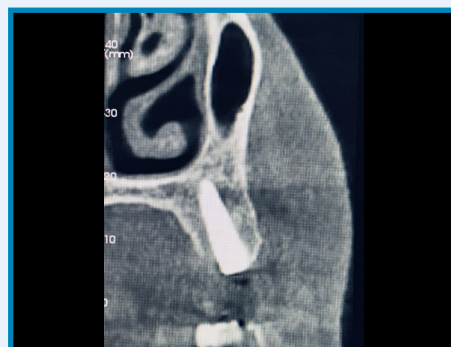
CBCT- Sezione sagittale obliqua del sito guarito che evidenzia la buona rigenerazione ossea ottenuta a livello di spongiosa e corticale.
